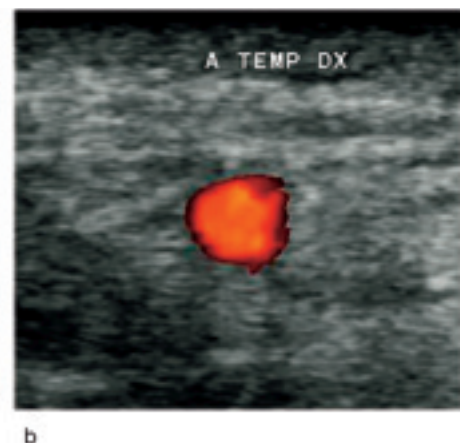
Tverrsnitt av tinningarterien (energidoppler) hos 74 år gammel kvinne med positiv temporalisbiopsi: blodførende lumen og omgivende halo (piler) med tykkelse målt til 0,7 mm
